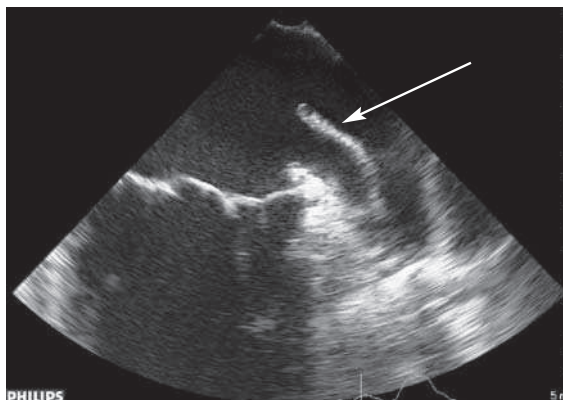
Чреспищеводная эхокардиография левых отделов сердца. Стрелкой указана подвижная структура в полости УЛП — мембрана.
